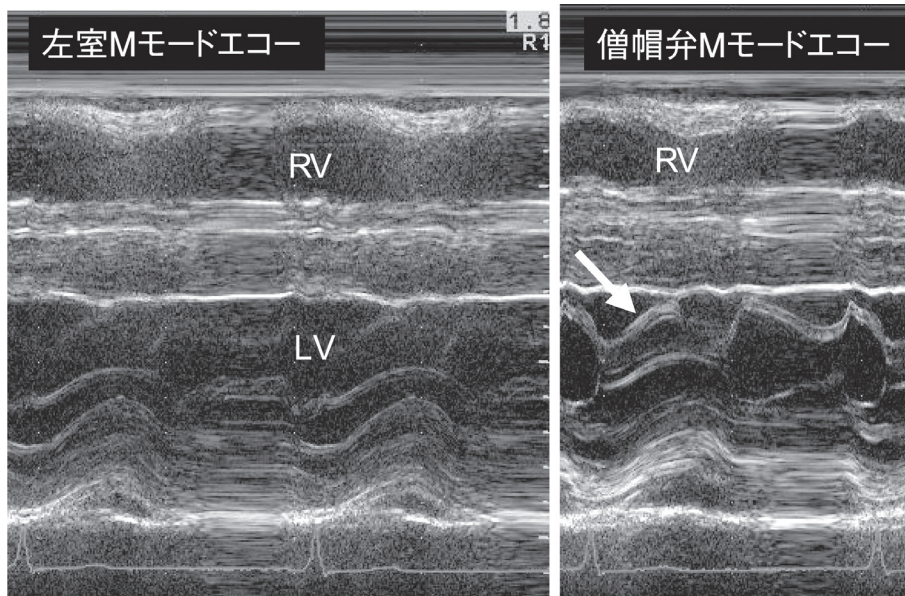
左室 M モードエコーと僧帽弁 M モードエコー図。
